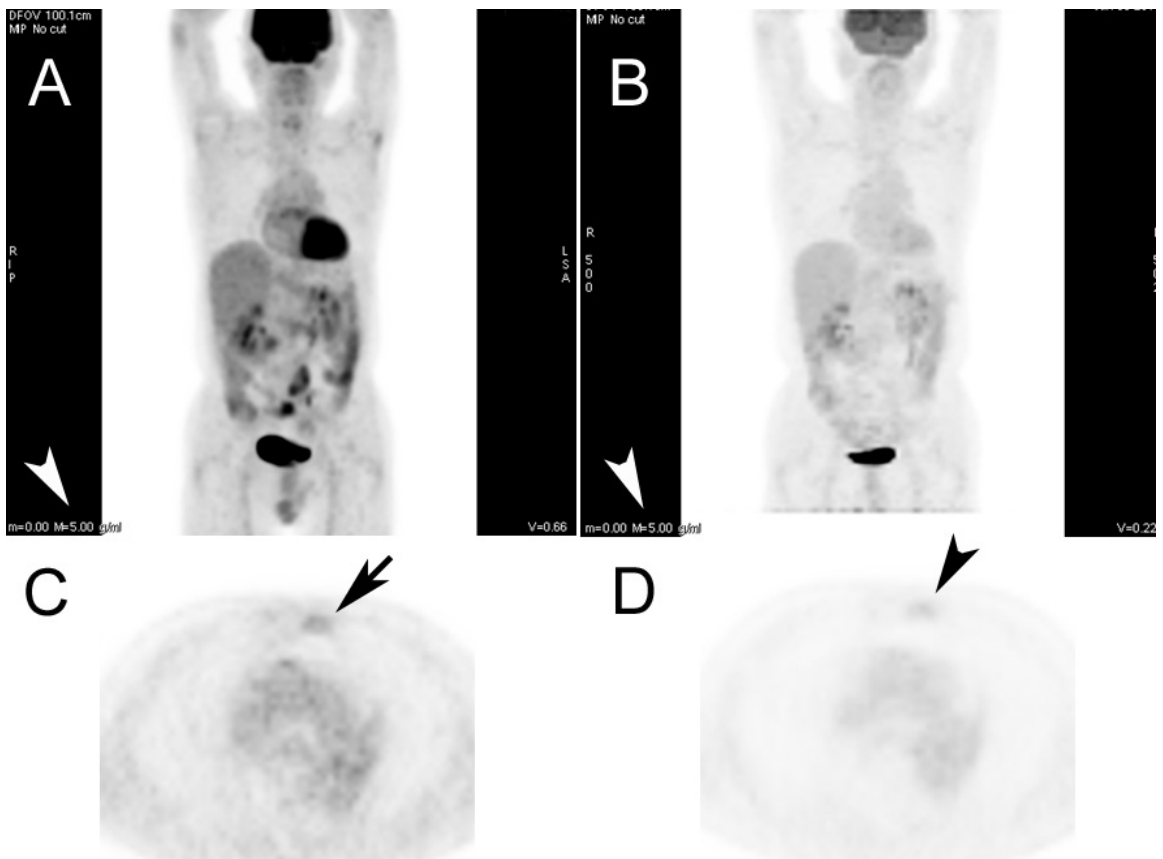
胆管癌胸骨転移に対する放射線治療後に 2 回のフォローアップ PET/CT 検査が行われた症例。
